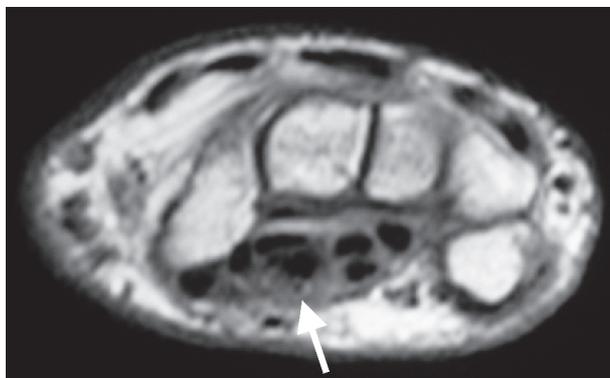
Túnel do carpo proximal normal: imagem por ressonância magnética no plano axial T1 SE
